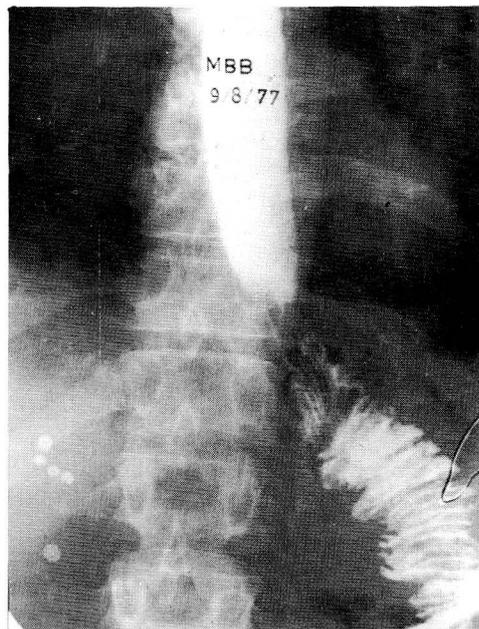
Radiografía de la anastomosis esófago-yeyunal a los 20 días de la reintervención.
